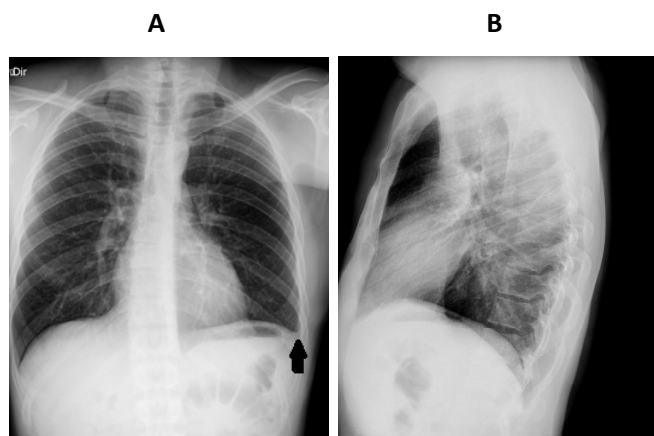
Radiografia de tórax do pré-operatório em incidências pósterio anterior (A) e perfil (B), evidenciando pinçamento de seio costofrênico esquerdo na primeira incidência (seta preta).
